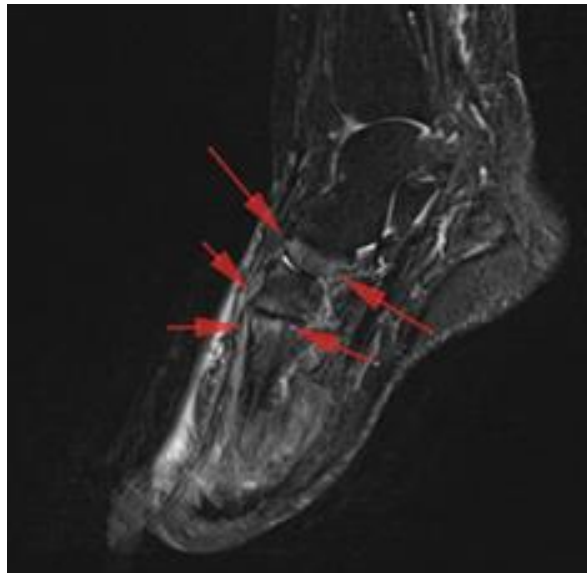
Пациент В., 32 года. ДООП, активная стадия. На МРТ субхондральный отек костного мозга. Изображение со взвешенностью по T2 Short Tau Inversion Recovery (STIR) в сагиттальной плоскости. На фоне подавления сигнала от желтого костного мозга становятся заметны участки гиперинтенсивного сигнала от костного мозга в субхондральных отделах вдоль суставных поверхностей, обусловленные отёком костного мозга (стрелки)
